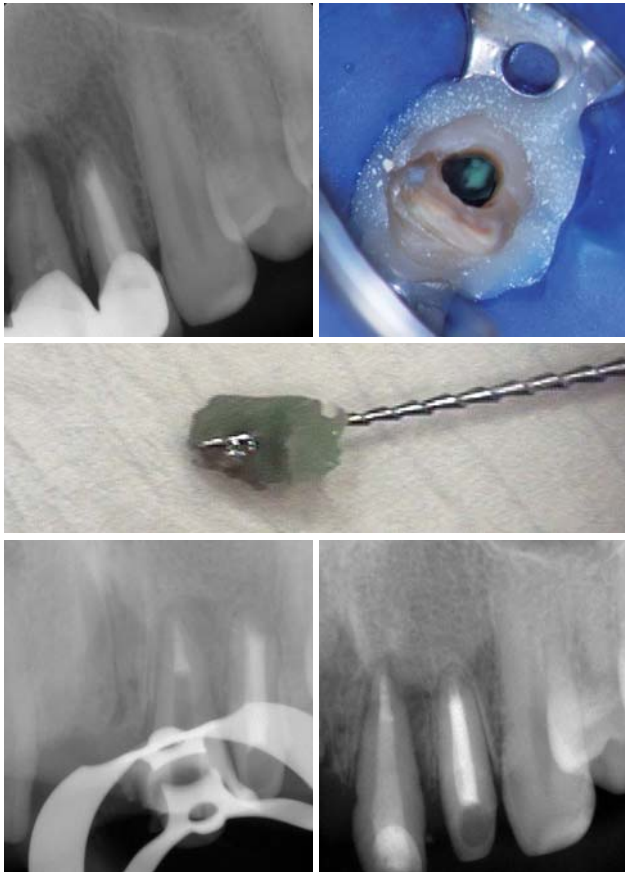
Präoperatives Röntgenbild von Zahn 11. – Abb. 12: Zahn 11 – Fremdkörper im Kanal. – Abb. 13: Zahn 11 – Fremdkörper entfernt. – Abb. 14: Zahn 11 – Downpack. – Abb. 15: Zahn 11 – WF und Glasfaserstiftaufbau.
